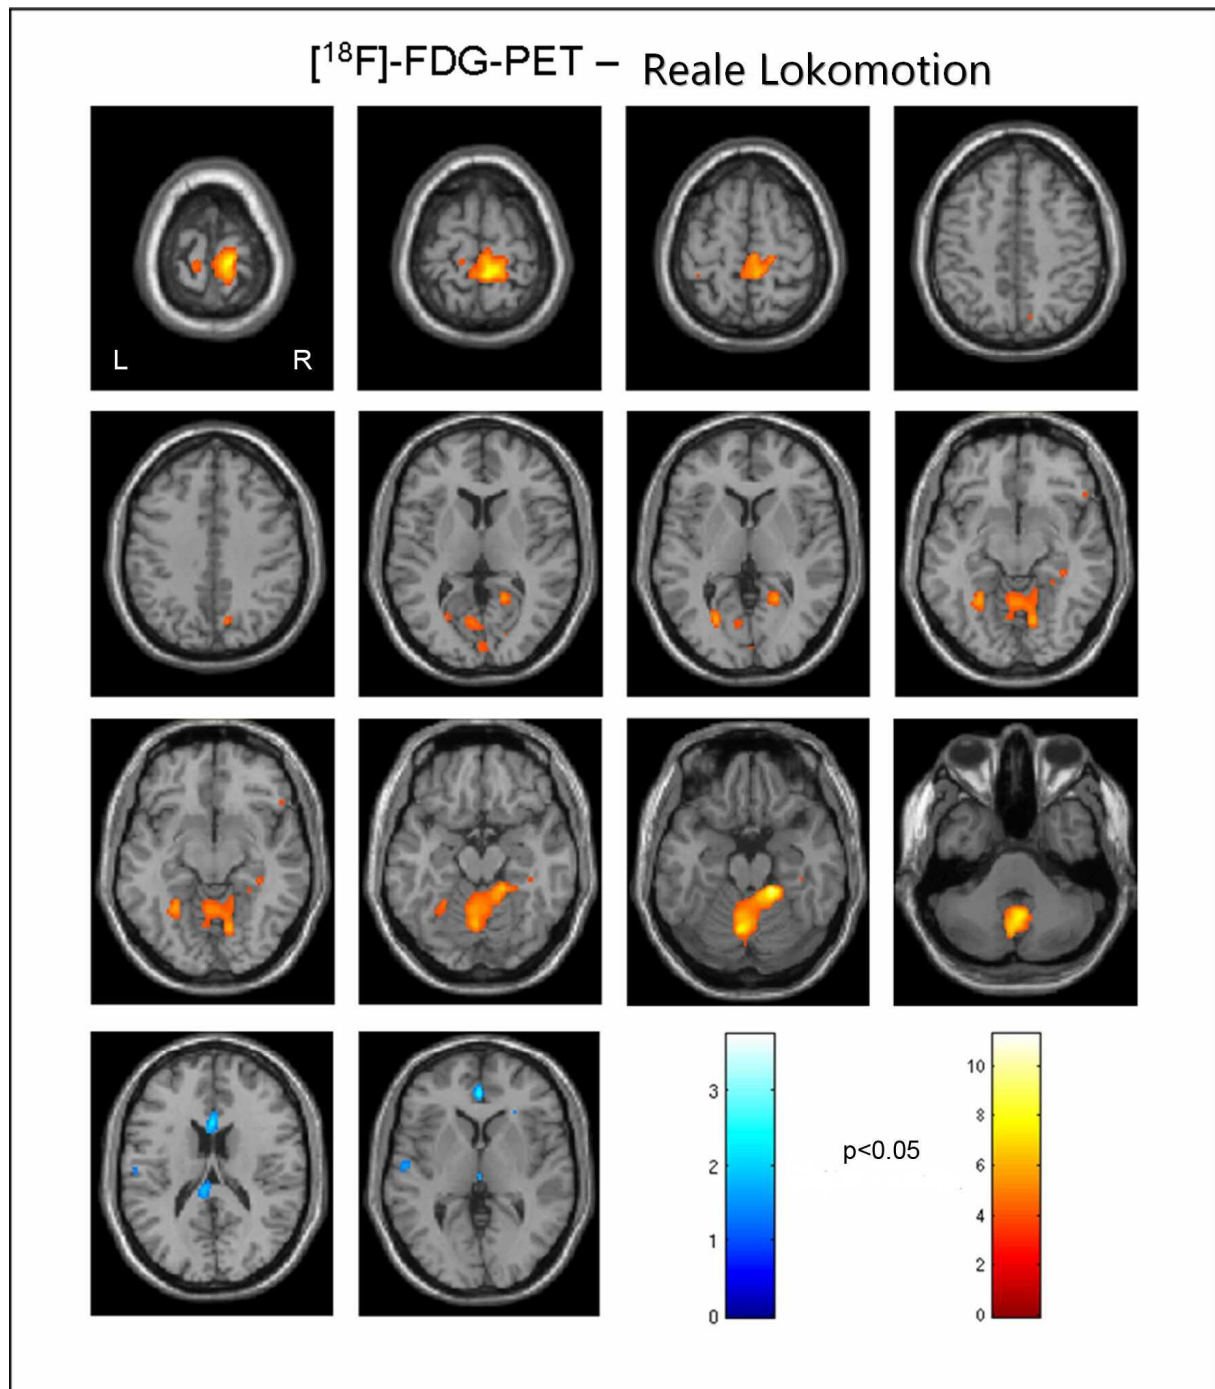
¹⁸F FDG-PET Aktivierungen und Deaktivierungen während des Gehens (verglichen zum Liegen, $p < 0.05$). Gezeigt sind transversale Schnitte, $z = 75$ bis -35). Während des Gehens zeigen sich Aktivierungen (in Rot dargestellt) in präzentralen und postzentralen, parahippocampalen, fusiformen und lingualen Gyri, Praecuneus/Cuneus und medianem Cerebellum mit Ausbreitung zum im Hirnstamm gelegenen pontomesencephalen Tegmentum. Deaktivierungen (in Blau dargestellt) zeigen sich im anterioren Cortex cingulus und in multisensoriellen vestibulär-kortikalen Arealen (inferiorer Parietallappen, superiorer temporaler Gyrus, links>rechts) (nach: La Fougère, Zwergal et al., 2010, mit Erlaubnis der Autoren).
